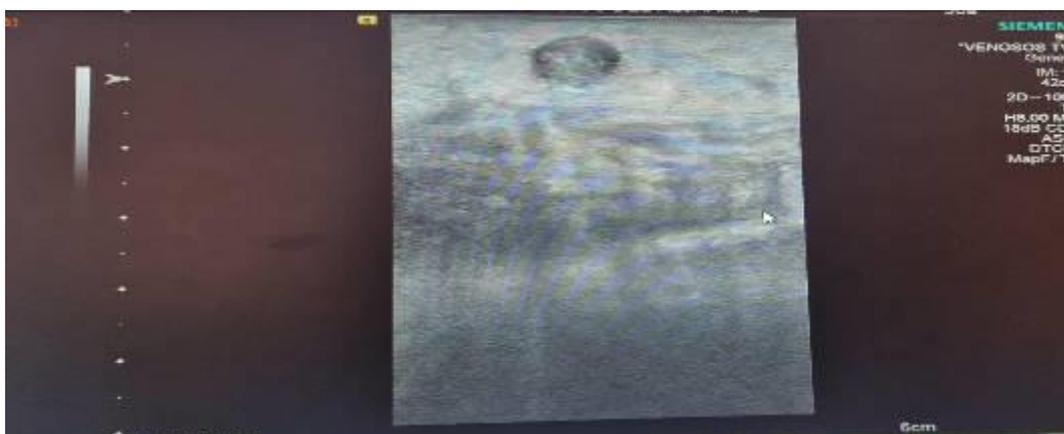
Eco-Doppler regalada de miembro inferior izquierdo donde se objetiva la ocupación de la luz y que el vaso no colapsa. Imagen sugestiva de tromboflebitis.
